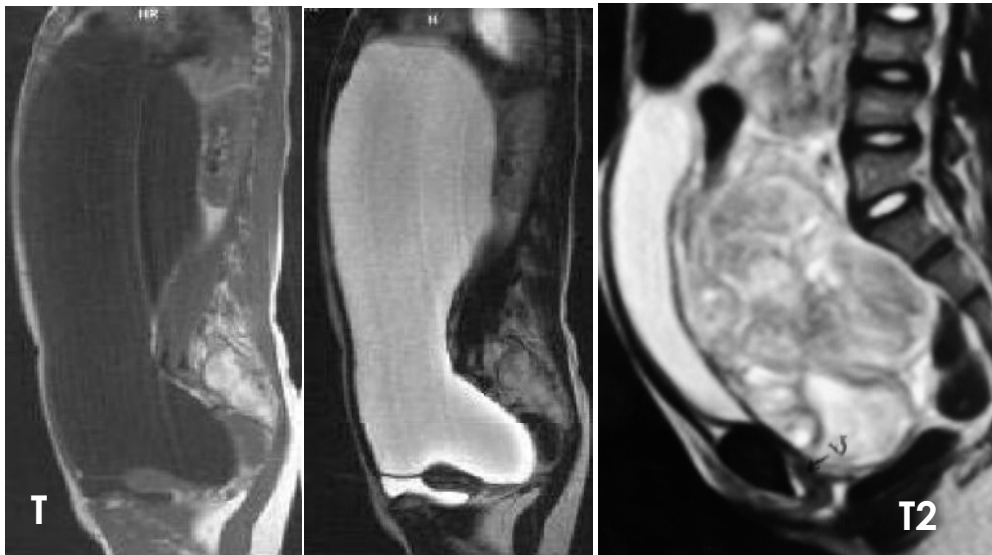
IRM T1 et T2 montrant une masse abdomino-pelvienne kystique (cystadénome séreux) [47]
